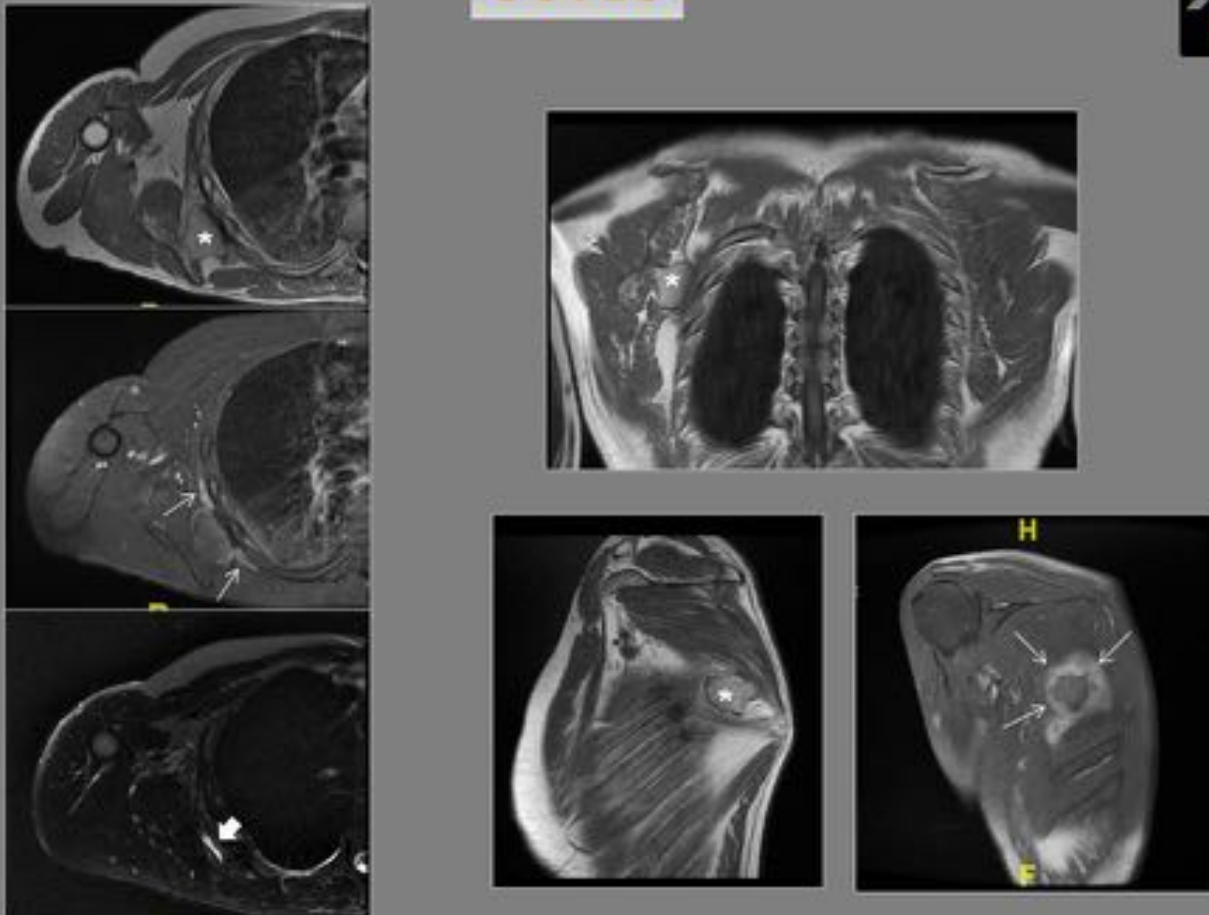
Osteocondroma de escápula derecha, no visible en radiología convencional. En RM, además del osteocondroma con forma de champiñón dependiente de la porción interna del cuerpo de la escápula (*), se aprecia la existencia de una bursa entre la exóstosis y la pared costal (flecha gruesa), así como tejido inflamatorio perilesional secundario a fricción, que realza tras la administración de contraste (flechas finas)
